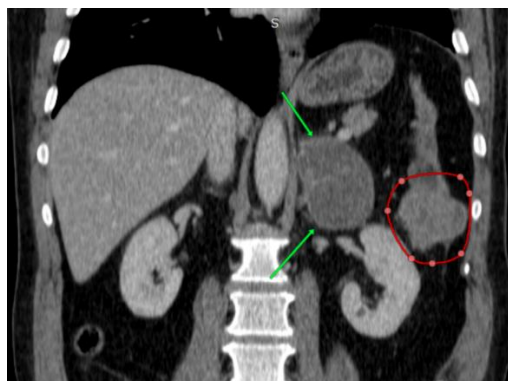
CT abdomen cu substanță de contrast: metastază suprarenală stângă (verde) și colon descendent (roșie)
